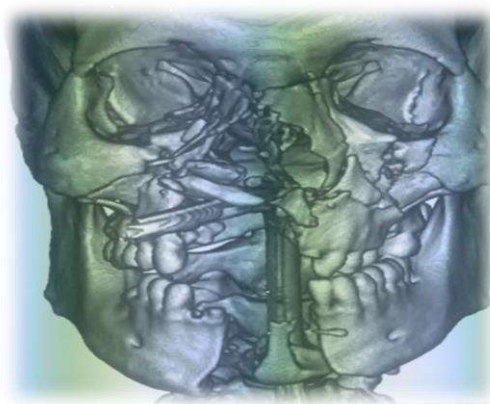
TDM faciale d'un patient ayant une fracture pan-facial post trauma balistique
